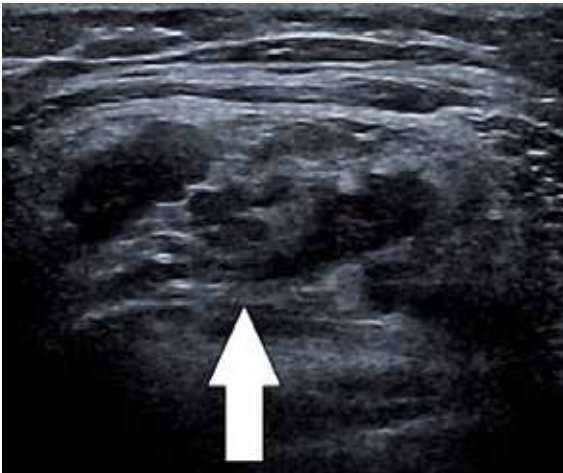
Ultrassonografia demonstrando formação nodular heterogênea e parcialmente definida no músculo glúteo médio direito (seta branca).
